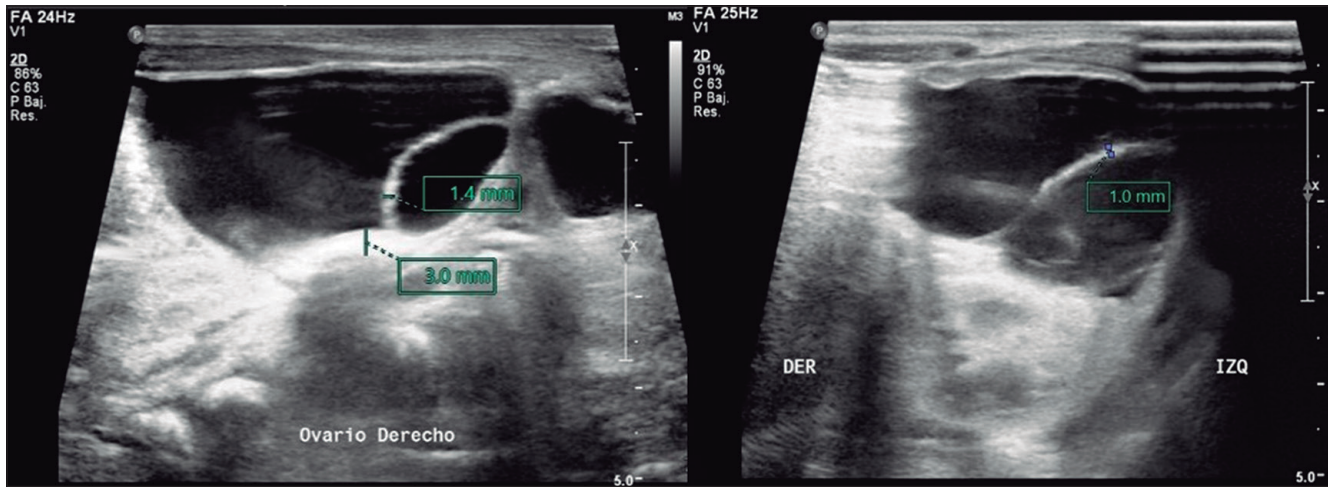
Ecografía posnatal en las primeras 24 horas de vida extrauterina donde se identificaron, en ambos ovarios, imágenes quísticas de 3,4x2,4x3,3 cm, 14.7 mL de volumen con tabique de 1 mm (izquierdo), y 3,5x4,4x2,7 cm, 23 mL con tabique de 1,4 mm (derecho).
